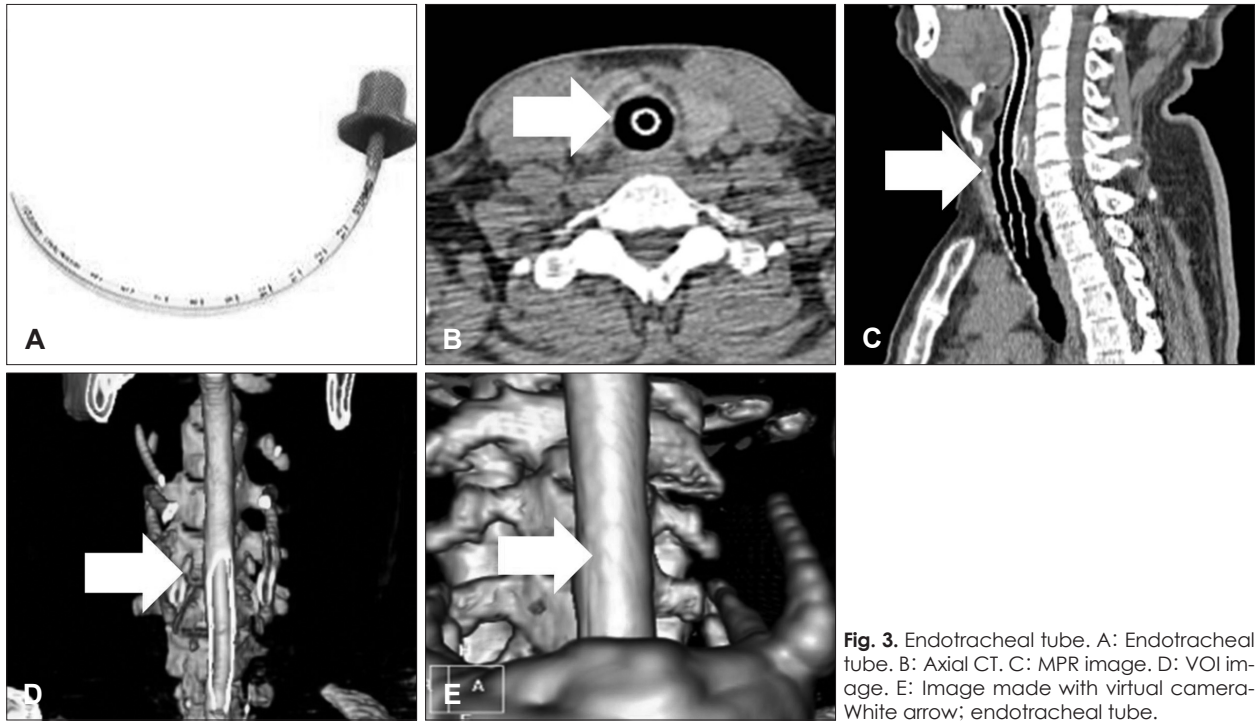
Endotracheal tube. A: Endotracheal tube. B: Axial CT. C: MPR image. D: VOI image. E: Image made with virtual camera. White arrow; endotracheal tube.
